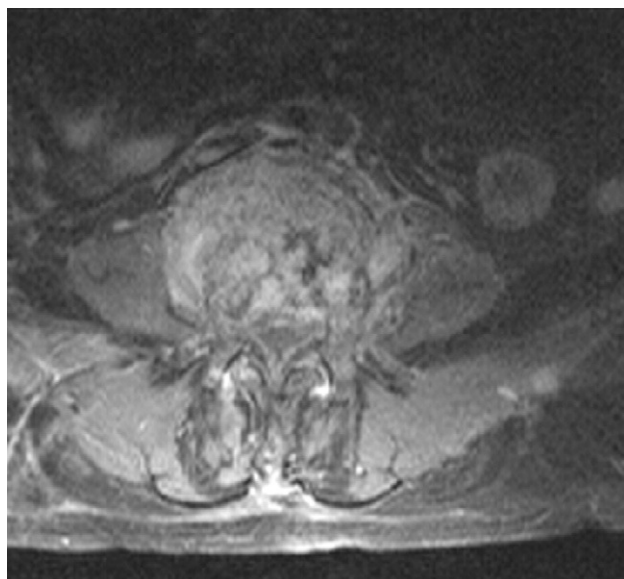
Imagen por resonancia magnética de columna lumbar. Secuencia SET1 con Gd IV en axial L3-L4. Captación de platillos con pequeña masa de partes blandas. Teñido de meninges y canal estrecho secundario.
